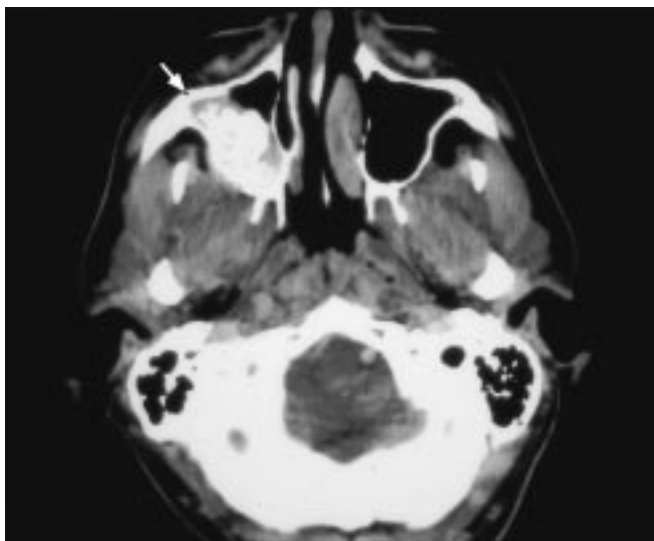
Osteossarcoma. Corte axial da tomografia computadorizada. A TC mostrou uma massa com radiopacidade central, unilocular, bem delimitada, localizada no seio maxilar direito, com discreta expansão e sem destruição das corticais ósseas (seta).
